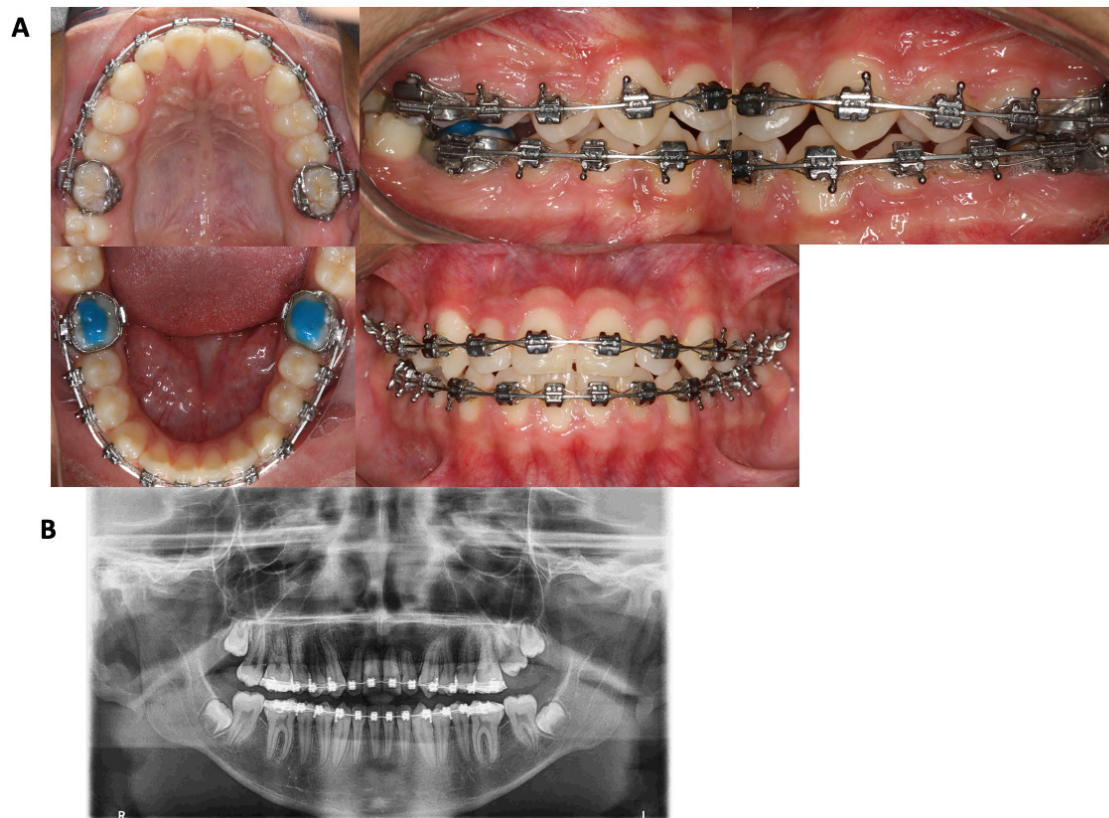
Progresión del tratamiento. A. arco 0.018" x 0.025" nitinol y ligadura de 6 a 6. B. Ortopantomografía de avance para recolocación de brackets de caninos y primeros premolares superiores e inferiores.
